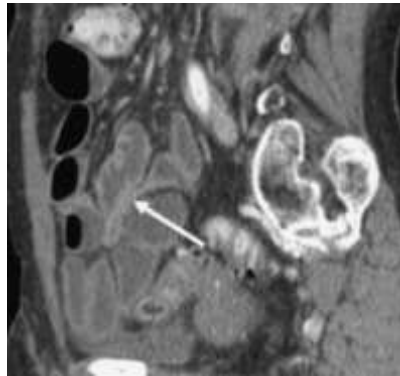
TDM montrant des anses grêliques dilatées (S), avec un changement de calibre (flèche) entre les anses intestinales proximales dilatées et les anses intestinales distales collabées (C). Ce changement de calibre est du à des adhérences postopératoire. (51)
